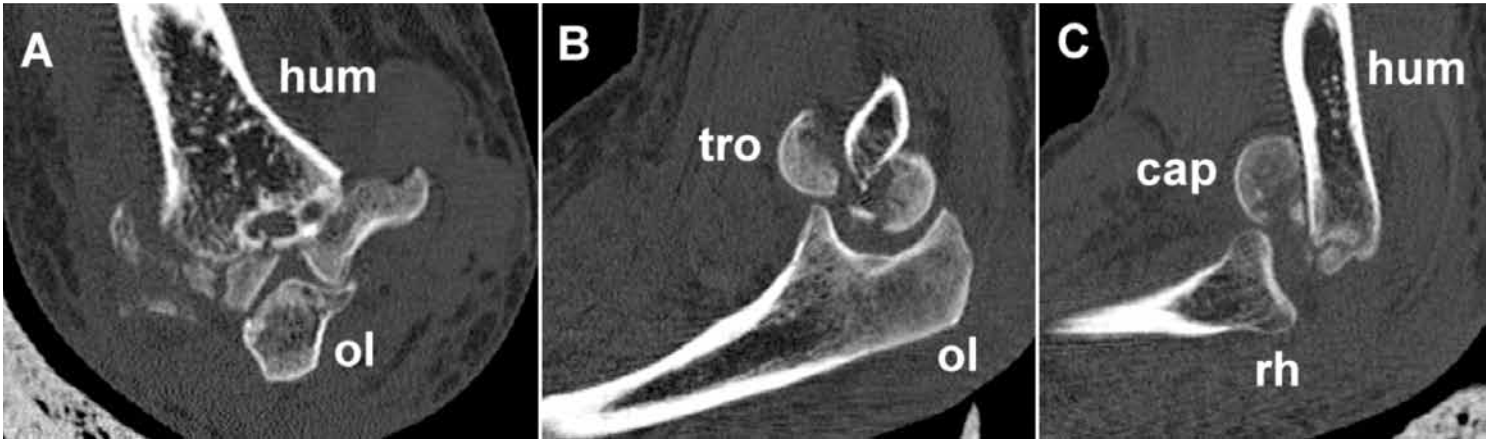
Computed tomography of a C3 distal humerus fracture – A: Coronal view, B: Sagittal view of the ulnar joint compartment, C: Sagittal view of the radial joint compartment. tro = trochlea, cap = capitellum, ol = olecranon, hum = humerus, ol = olecranon, rh = radial head
